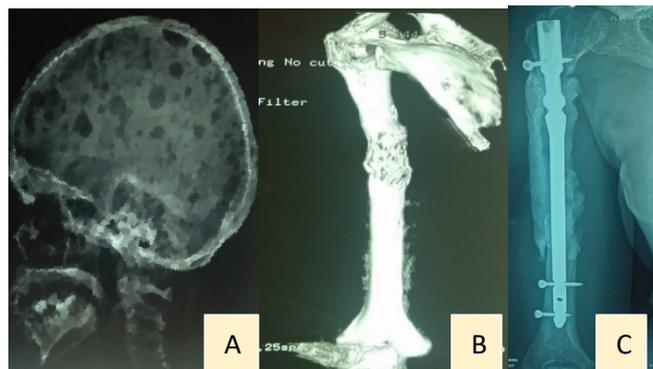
Myélome multiple confirmé par les images géodiques à la radiographie du crâne (A), présentant une fracture pathologique à l'union tiers proximal et tiers moyen de l'humérus (B) chez un homme de 65 ans, traitée chirurgicalement par résection + reconstruction par enclouage centromédullaire + cimentoplastie (C).
